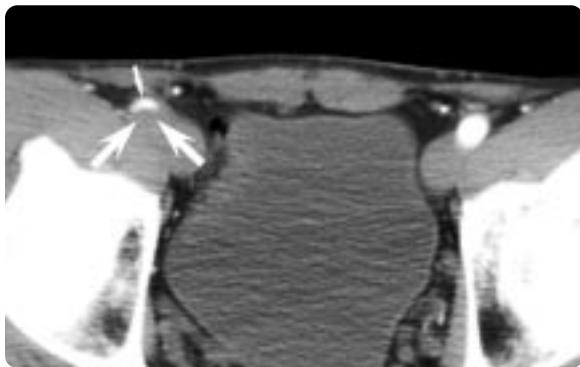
Axial CT scan obtained during arterial phase shows narrow true lumen (small arrow) with crescent shape, and thrombosed false lumen (large arrows) of the distal right external iliac artery.
